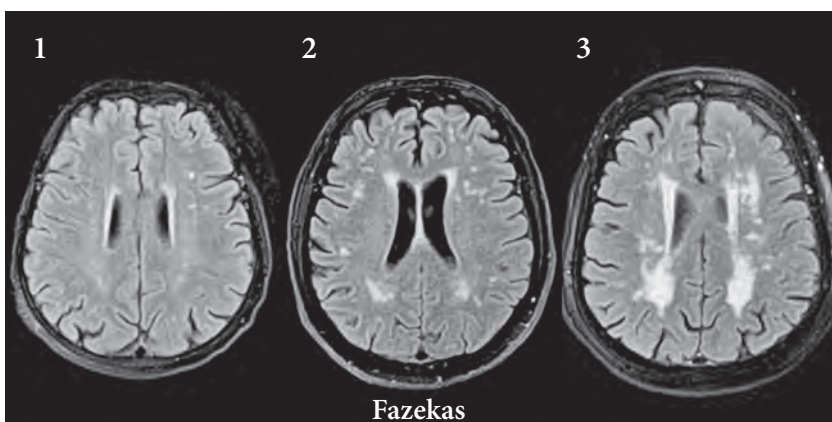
Аксиальные изображения головного мозга (FLAIR ИП).
